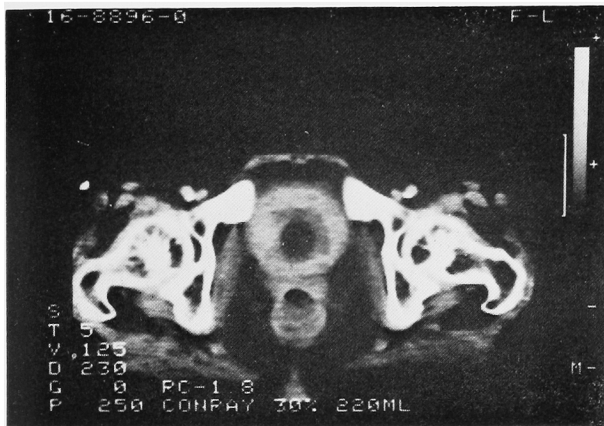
CT scan: 膀胱壁の著明な肥厚がみられる
